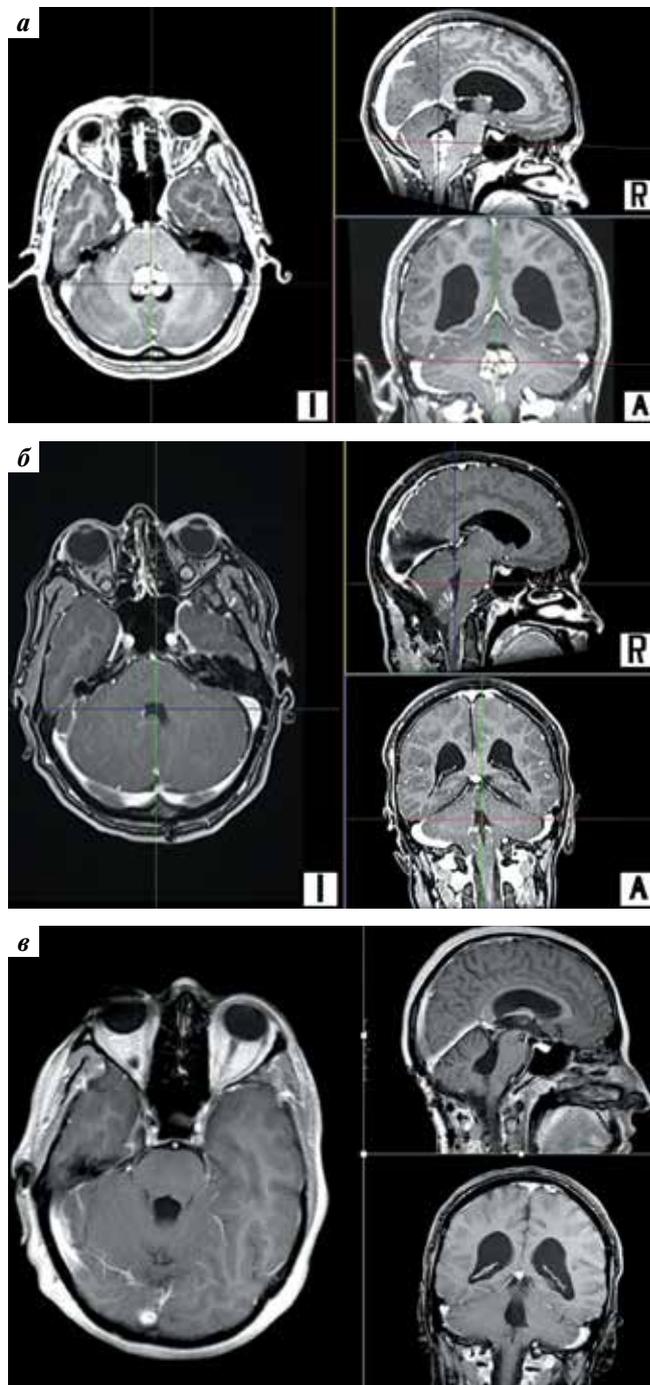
Магнитно-резонансная томография, T1-взвешенные изображения с контрастированием. Тотальное удаление эпендимомы дна IV желудочка (grade II) у пациентки Л.: а — до операции; б — через 24 ч после операции; в — через 36 мес после операции, рецидива нет
